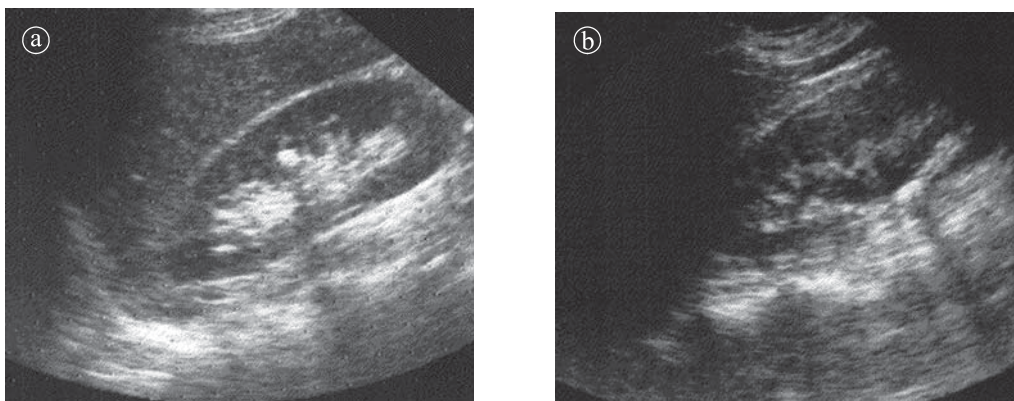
Ecografie. Calcul în a) grupul caliceal mijlociu b) joncțiunea pieloureterală
